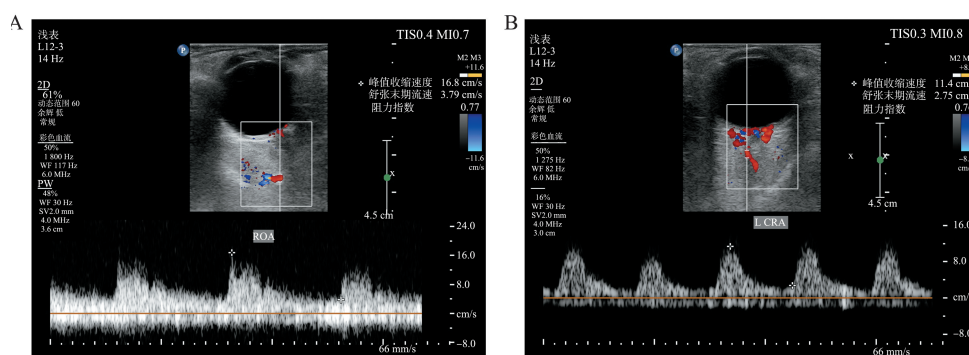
彩色多普勒超声测量眼动脉、视网膜中央动脉
